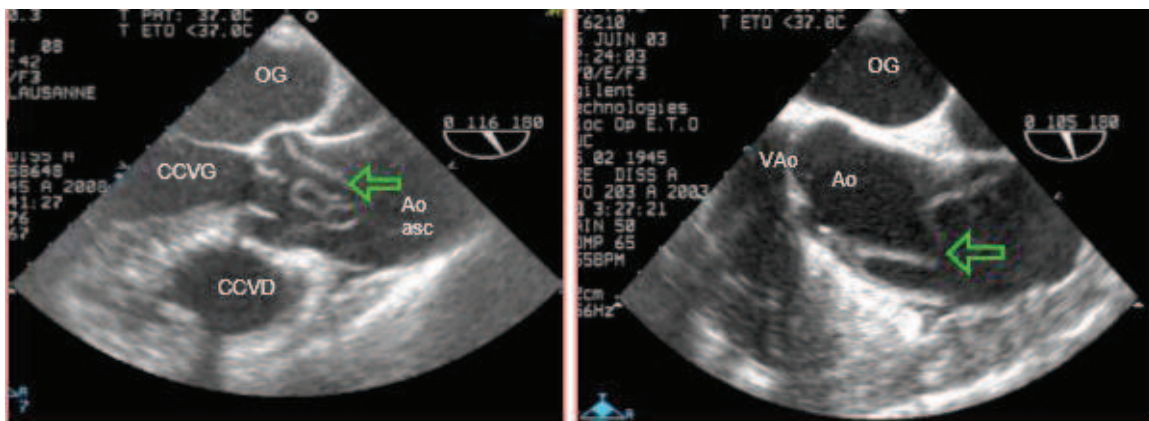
Vue d'une dissection A de l'aorte ascendante en échographie transœsophagienne (ETO). Flèche verte indique la membrane (flap) flotte dans la lumière aortique. AO asc: aorte ascendante. OG: oreillette gauche CCVD: chambre de chasse du ventricule droit. CCVG: chambre de chasse du ventricule gauche [4].
